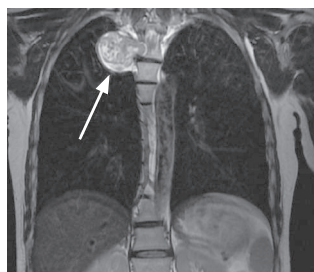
Магнитно-резонансная томограмма грудного отдела позвоночника, коронарная проекция, опухоль указана стрелкой
